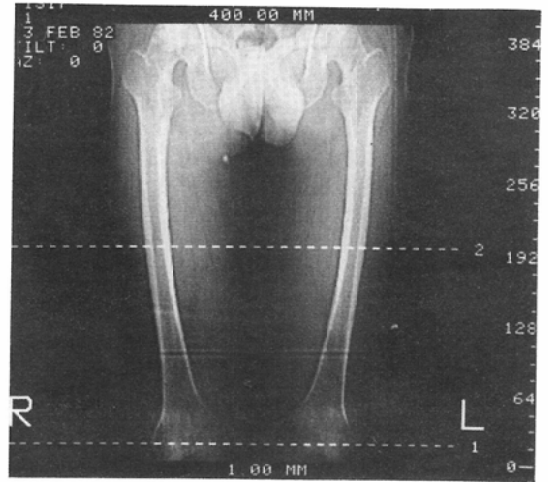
A scout view indicating the locations for CT-scanning. Femurs were scanned at two locations of 20cm and 2cm from the distal end (the midshaft and lateral condyle). The slice was 1cm in thickness.
